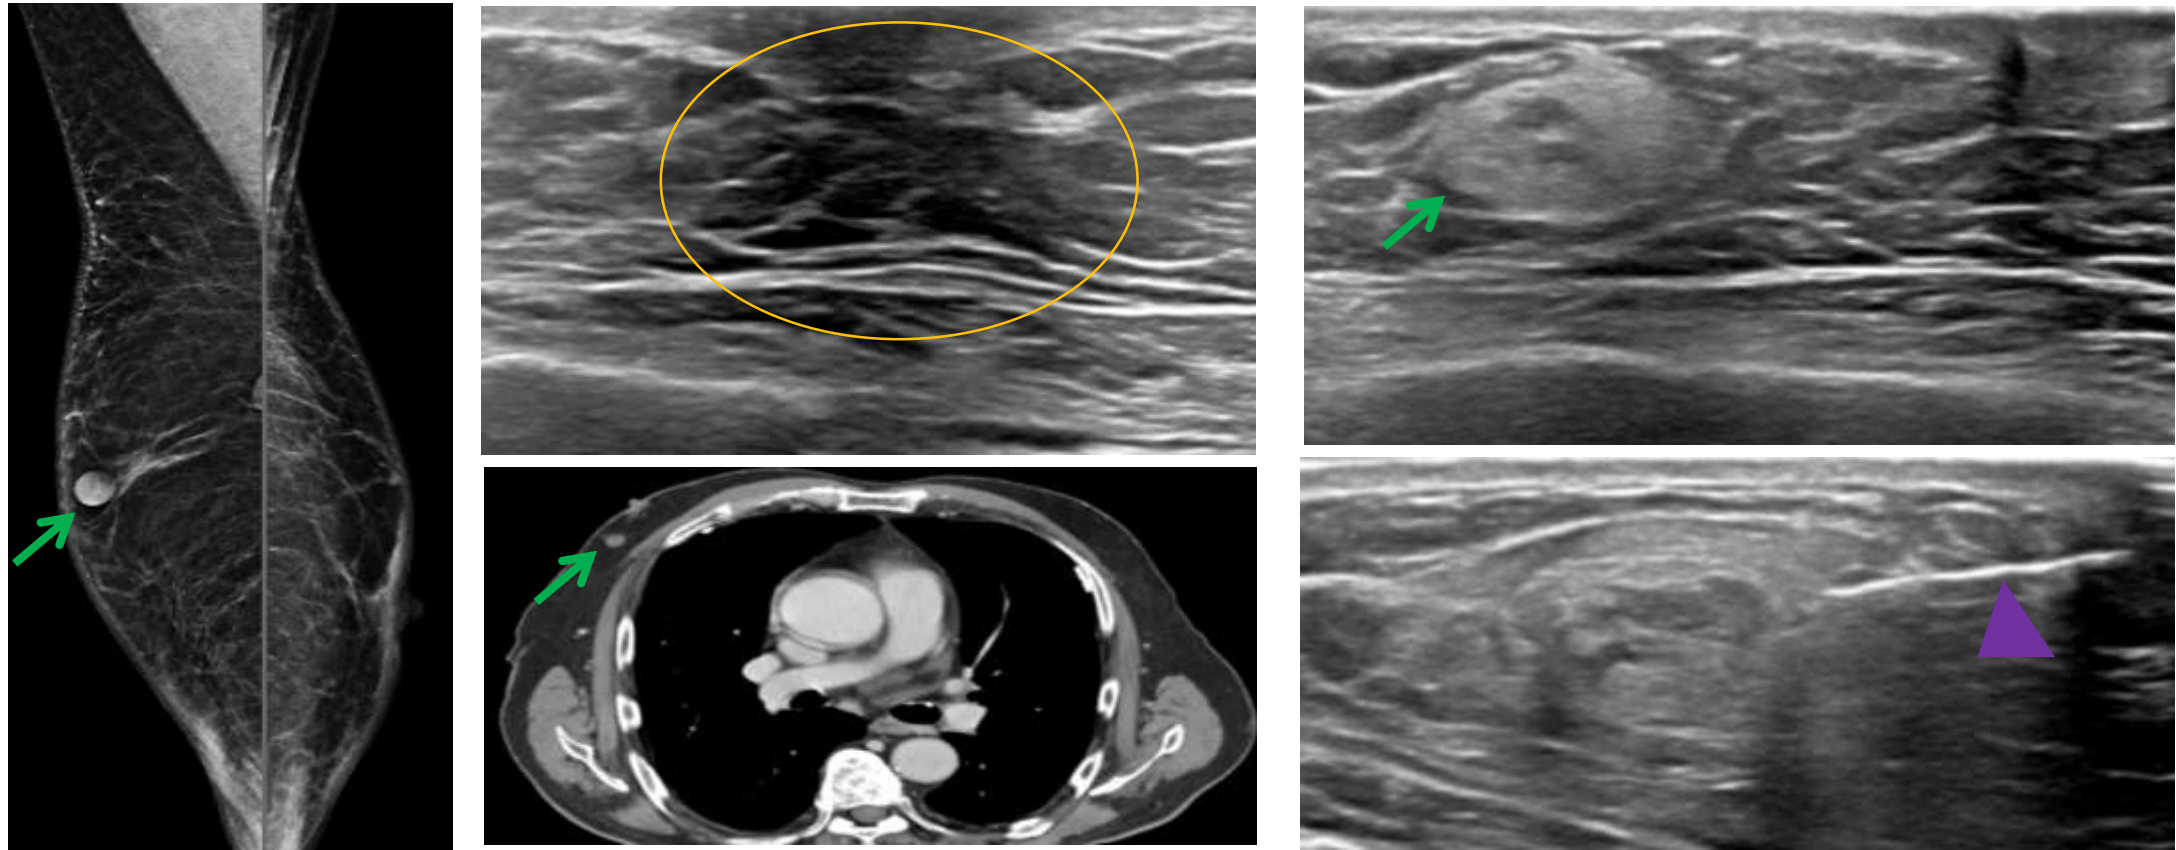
Varón de 76 años que acude por palpación de nódulo sólido retroareolar derecho. A) Mamografía con tomosíntesis: leve ginecomastia derecha y nódulo retroareolar derecho. B) Ecografía mamaria: ginecomastia retroauricular y nódulo hiperecogénico bien definido con centro de aspecto quístico de 1-2 mm que dadas sus características en sospechoso por lo que se realiza biopsia con agua gruesa. El resultado histológico fue de neoplasia mesenquimal fusocelular (siendo el miofibroblastoma la primera opción). C) Nódulo retroareolar derecho visualizado de forma retroactiva en TC torácico previo.
